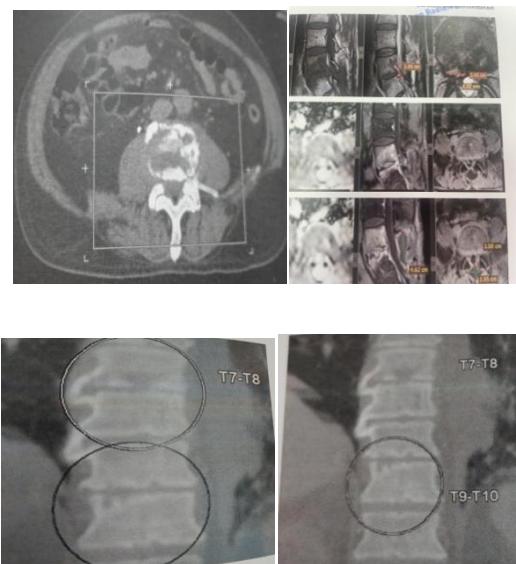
Quelques Images IRM/TDM de spondylodiscites tuberculeuses, avec collections et géode
